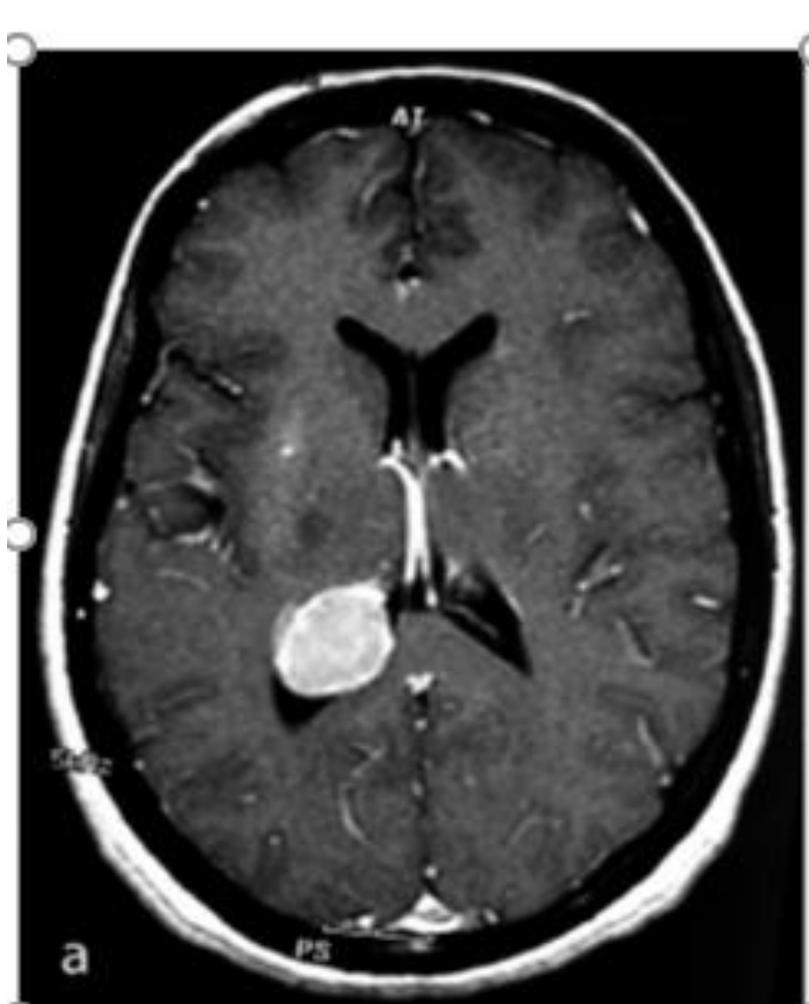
Image IRM coupe axiale d'un méningiome du carrefour
